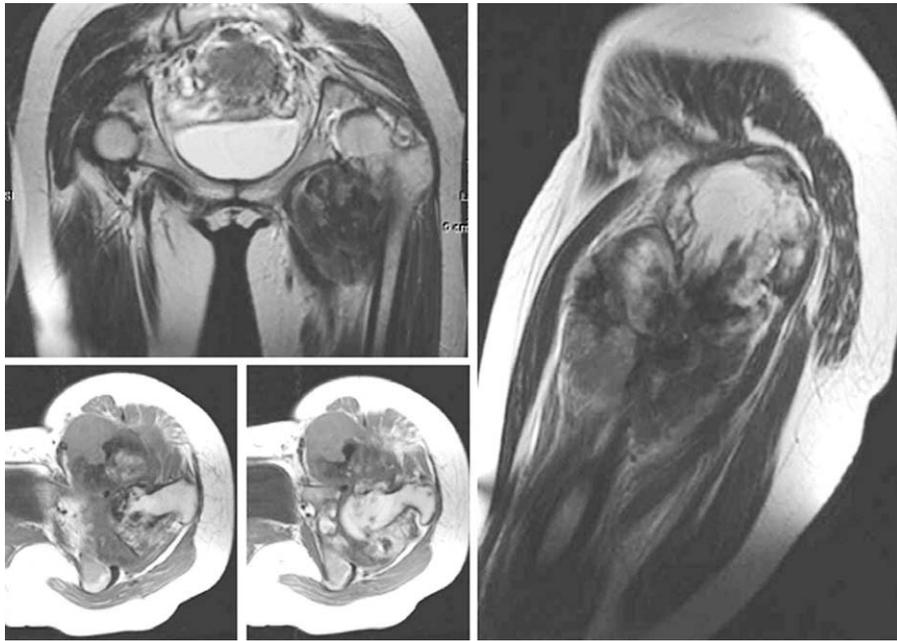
Follow up MRI showed enlargement of mass with invasion to soft tissue around the tumor.
